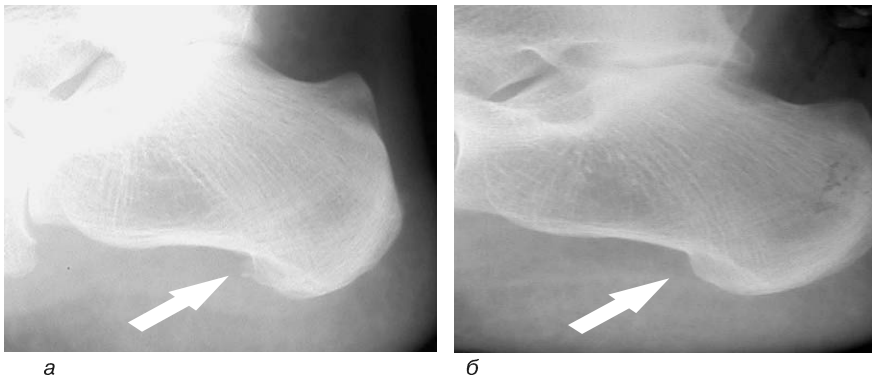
Рентгенографія п'яткової кістки "п'ятова шпора": *а* — до лікування; *б* — через 3 місяці після лікування
